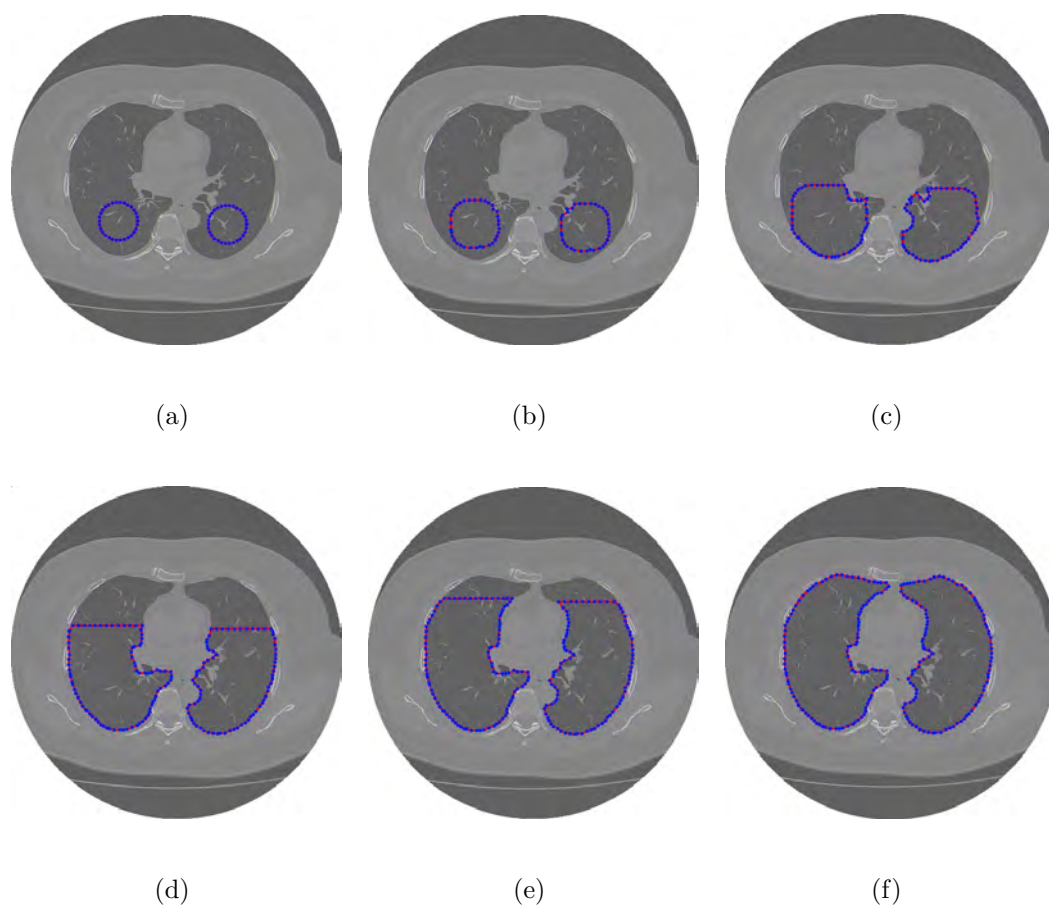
exemplo de evolução de duas curvas aplicando o MCA Crisp Adaptativo na segmentação dos pulmões em imagens de TC do tórax, a) inicialização; b) até e) evolução do movimento da curva; e f) resultado da segmentação.
